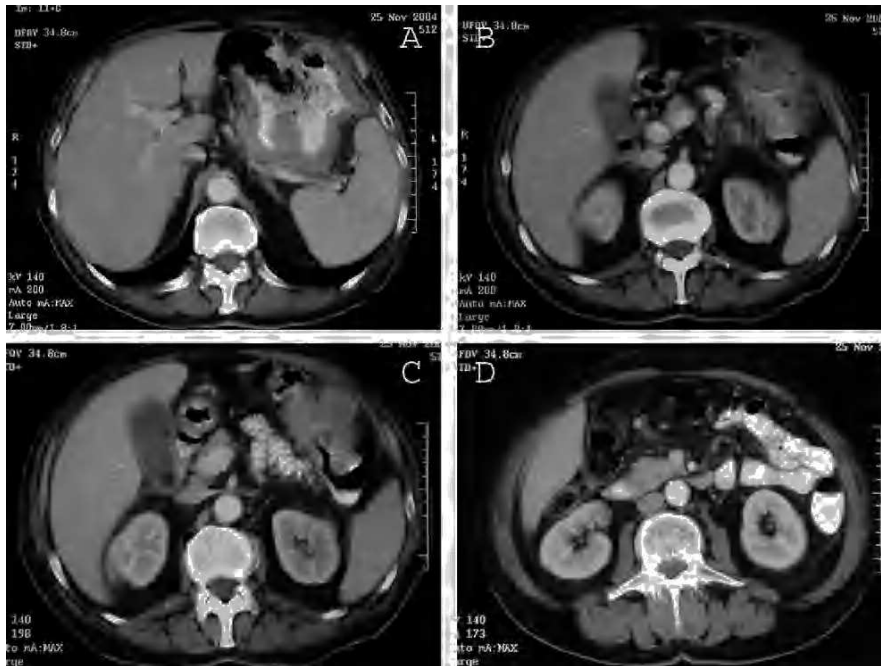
Tomografía computarizada abdominopélvica. A: contraste en la cavidad gástrica, de pared engrosada e irregular. B: masa tumoral que protruye en el ángulo esplénico del colon. C: presencia de contraste oral y estenosis en el colon descendente. D: asas de intestino delgado y colon ascendente vacías, con contraste oral en el colon descendente.
